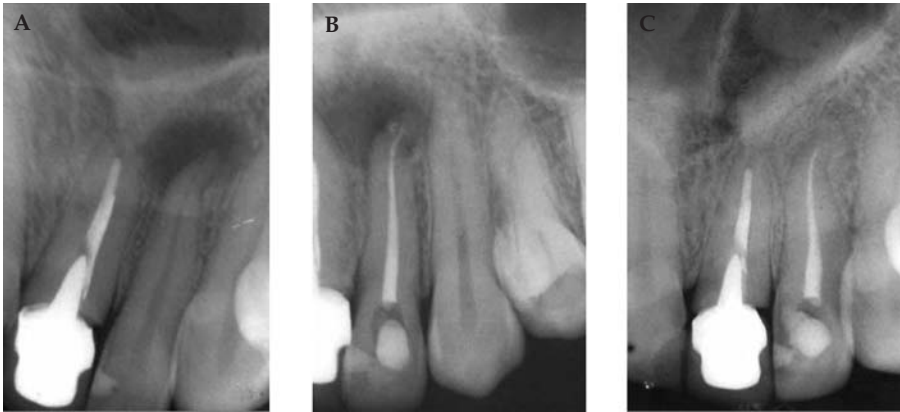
(A) Radiografía preoperatoria de un incisivo lateral superior con un diagnóstico de periodontitis apical crónica. (B) Se realiza el tratamiento endodóntico con instrumentación mecanizada recíproca y se obtura con cemento Sealapex y una técnica Híbrida. (C) Control a los 5 años, con desaparición de la imagen radiográfica de la radiolucidez periapical, con una pieza dentaria asintomática.
